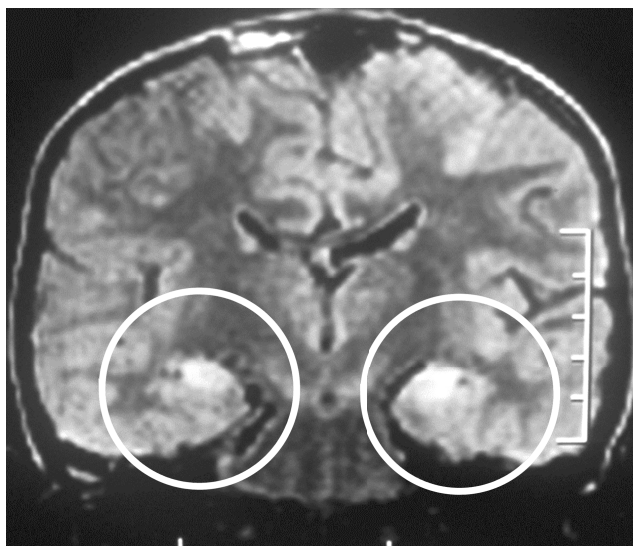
МРТ ГМ в период эпилептического статуса у пациента с FIRES: в режиме FLAIR отмечается гиперинтенсивный сигнал в области обоих гиппокампов, Caraballo 2013 [13]
